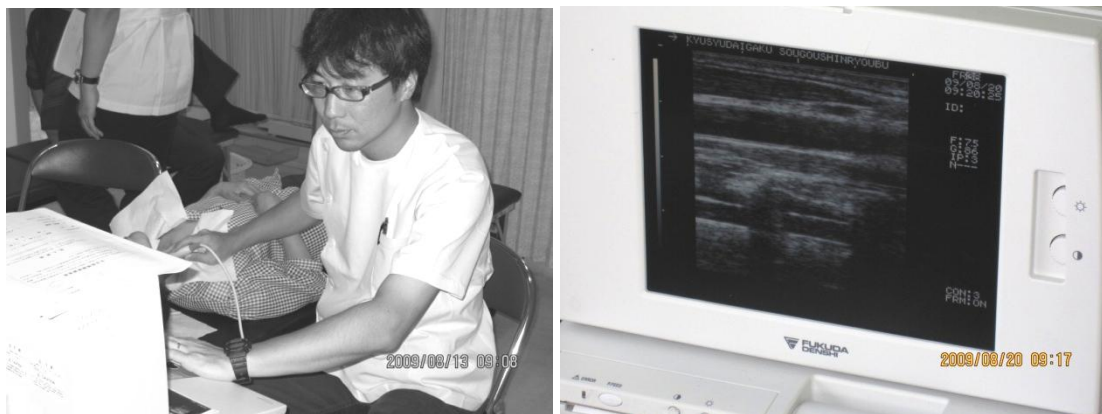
頸動脈エコー検査：左) 頸動脈エコー検査 右) エコー画像(頸動脈)
